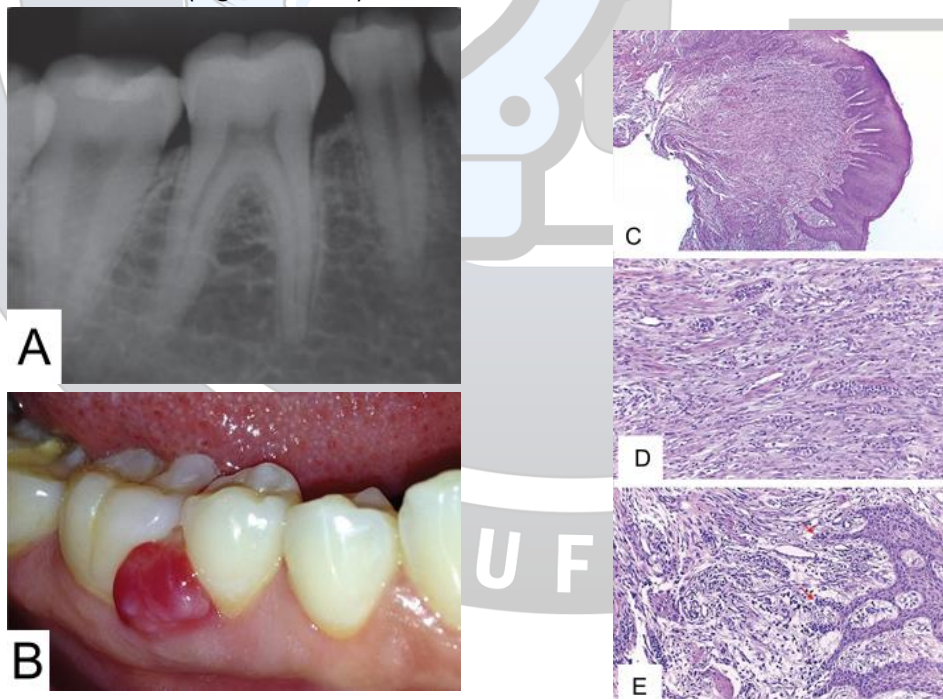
Fibroma Odontogênico. A: radiografia periapical, evidenciando apenas pequena perda de crista óssea na região. B: imagem intraoral de paciente com FOP, nódulo sésil e avermelhado na gengiva vestibular. C, D e E: avaliação histopatológica em HE, ampliação original 40x, 100x e 200x, lesão revestida com epitélio escamoso hiperplásico, exibindo focos de degeneração hidrópica, espongióse e exocitose. Tecido conjuntivo fibroblástico celularizado com numerosas ilhas e cordões de epitélio odontogênico, entremeado por um discreto infiltrado inflamatório mononuclear. Fonte: De-Sena et al, 2019.
